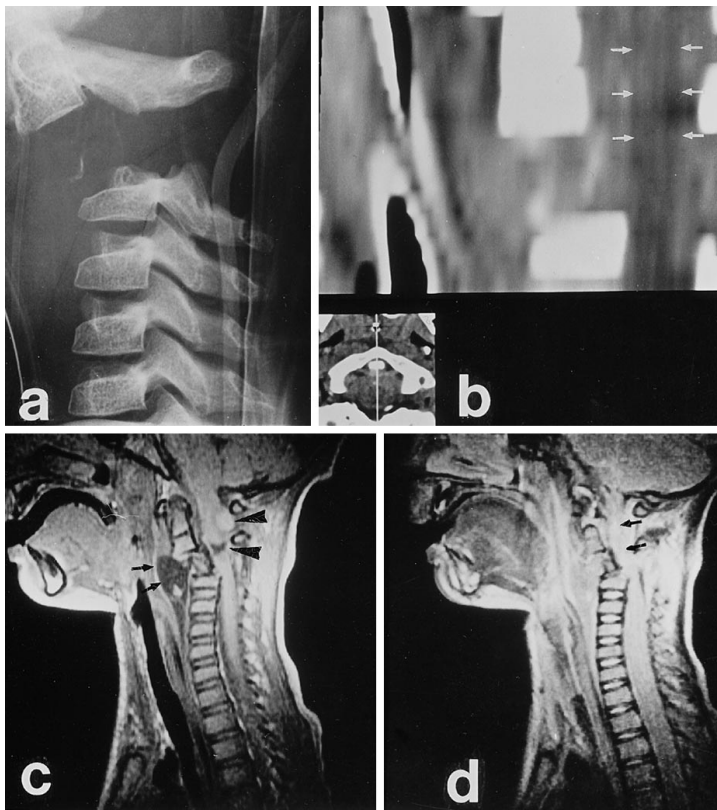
a–d ▲ Nach Schleudertrauma stellt sich eine diskoligamentäre Ruptur im Segment C2/3 bereits in der konventionellen Untersuchungstechnik (a) dar. Die Computertomographie (b) kann die Verletzungsfolge nur in der sagittalen Rekonstruktion aufzeigen, wobei das Myelon als hyperdenses Band andeutungsweise abzugrenzen ist (Pfeile). Das ganze Ausmaß der Verletzung wird in der MRT dargestellt, wobei sich in der T1-gewichteten Technik (c) die Einblutung mit Vorwölbung der prävertebralen Faszie (schwarze Pfeile) sowie die Einengung des Spinalkanals mit medullärem Hämatom (schwarze Pfeilköpfe) überhaupt erst hier diagnostizieren läßt. Ödematöse Veränderungen des zervikalen Myelons (schwarze Pfeile) auch in der T2-Gewichtung (d)
